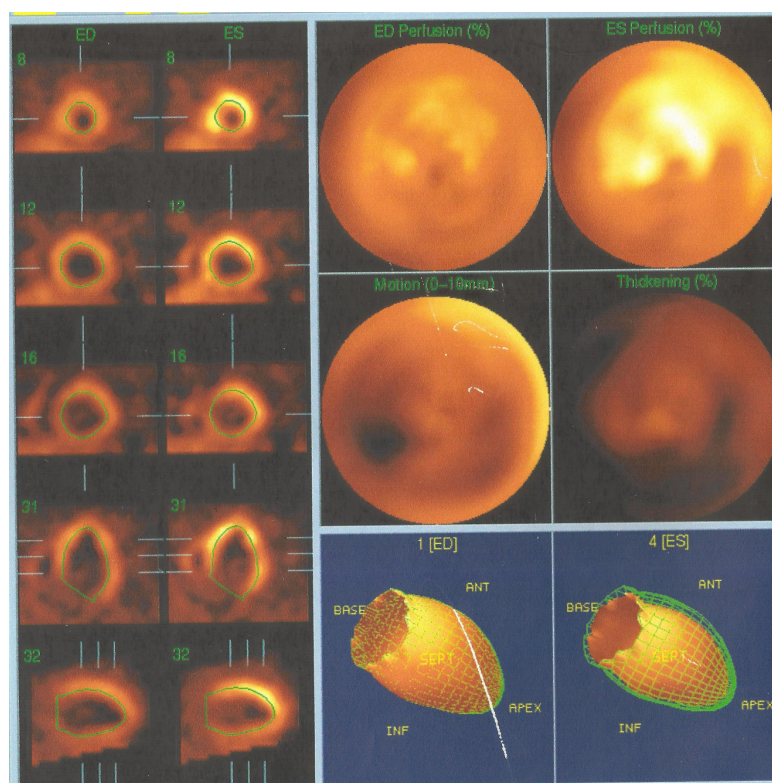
Ventriculografia por radioisótopos (Gated SPECT): hipocinesia difusa de ventrículo esquerdo.
